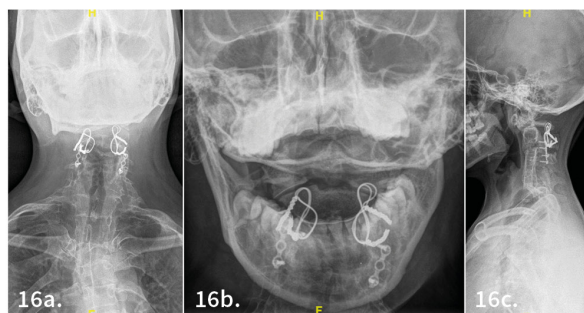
a, b, c. Control postquirúrgico al año, radiografías AP, transoral y lateral de columna cervical. Se evidencia conservación de la reducción de odontoides y estabilización de segmento C1-C2-C3.
